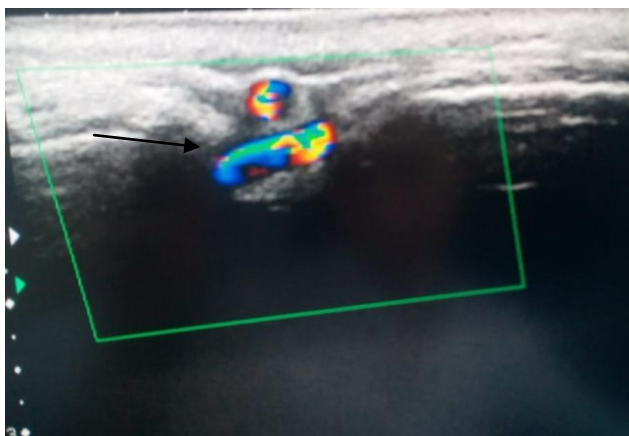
Функционирующий микрохирургический анастомоз по данным УЗИ (стрелка)
